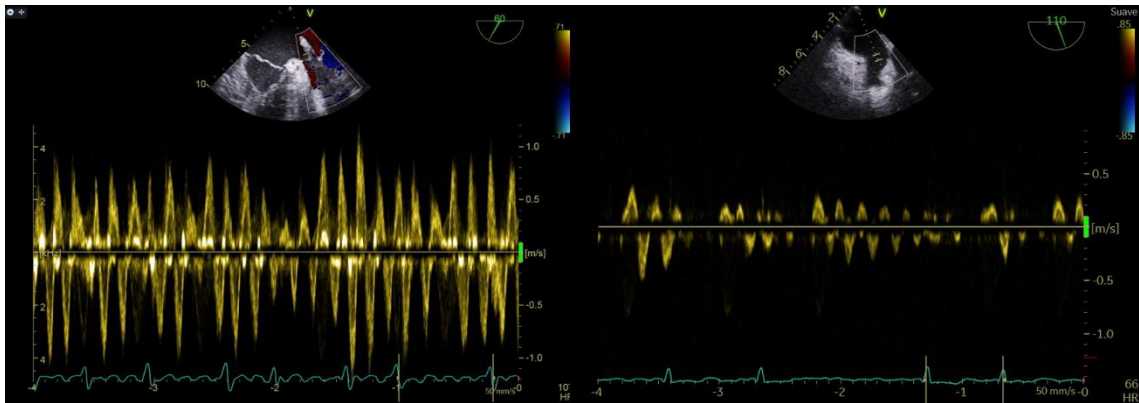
Ecocardiograma transesofágico con imágenes de Doppler pulsado a nivel del interior de la orejuela izquierda: en la imagen de la izquierda se muestra un flujo conservado en ritmo de flutter auricular y en la imagen de la derecha un flujo reducido en ritmo de fibrilación auricular.
